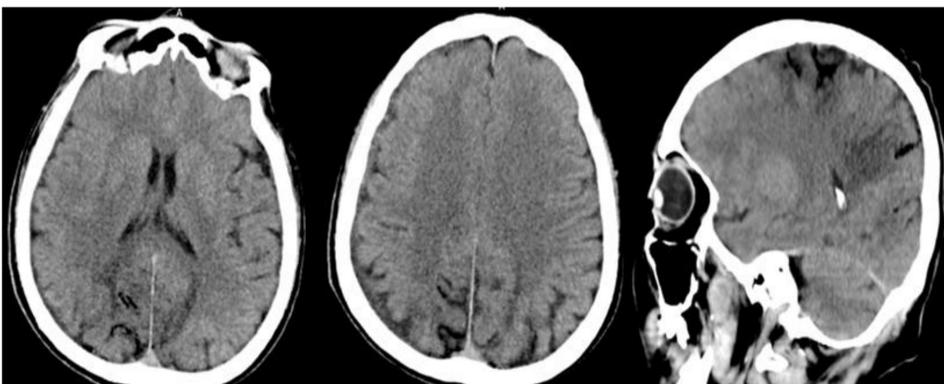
Tomografía cerebral sin contraste en cortes axiales y corte sagital. Se evidencia contenido aéreo en el espacio subaracnoideo correspondiente a los surcos adyacentes a la convexidad posterior de ambos lóbulos parietales y frontal derecho, con hipodensidad subyacente, sugestivos de embolia gaseosa con áreas de isquemia parenquimal.
